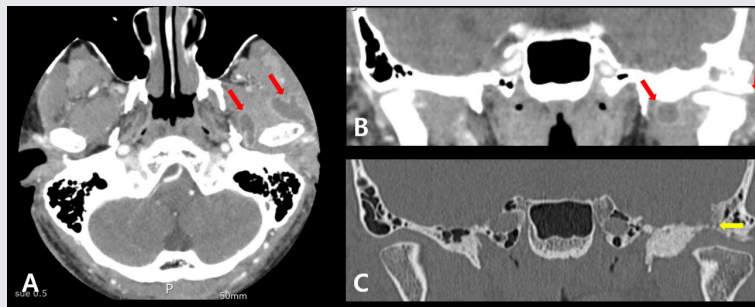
Preoperative CT image. (A) Axial view of enhanced CT. (B) Coronal view of enhanced CT. (C) Coronal view of CT. The preoperative CT image shows enlargement of the joint cavity on the enhanced CT image (A,B red arrow) and bone erosion of the temporal bone on the CT image (C yellow arrow).
